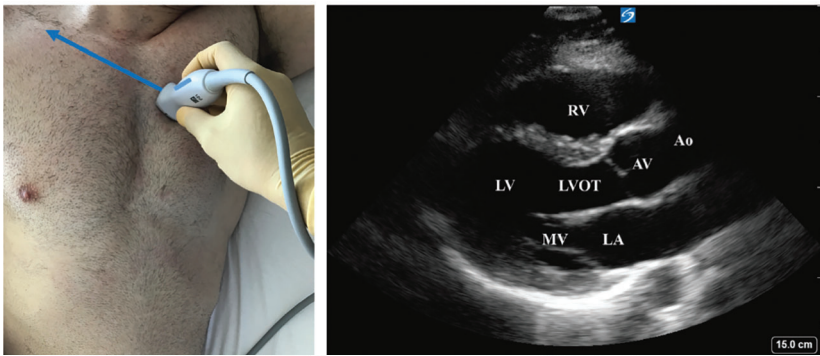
Vue parasternale long axe (PLAX). LVOT : chambre de chasse du ventricule gauche. D'après Haskins *et al.* 2017.
